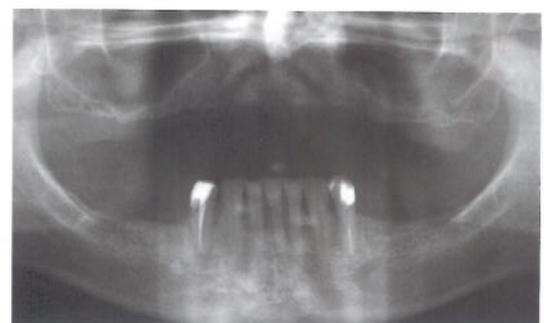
Präoperatives Röntgenbild.
